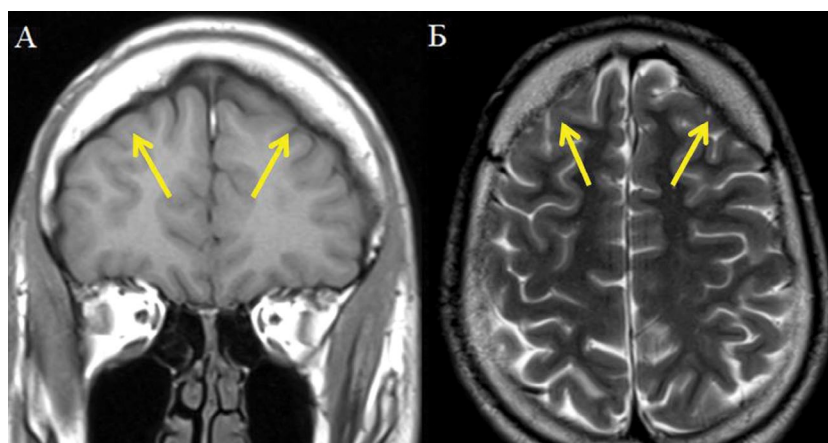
МРТ головного мозга в коронарной (А) и аксиальной срезах (Б).
